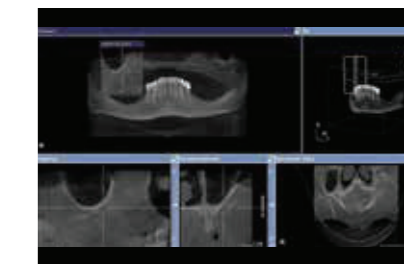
치료 계획에 사용된 CBCT 검사, 상악 전치부와 구치부 영역에서 흡수가 된 모습.
